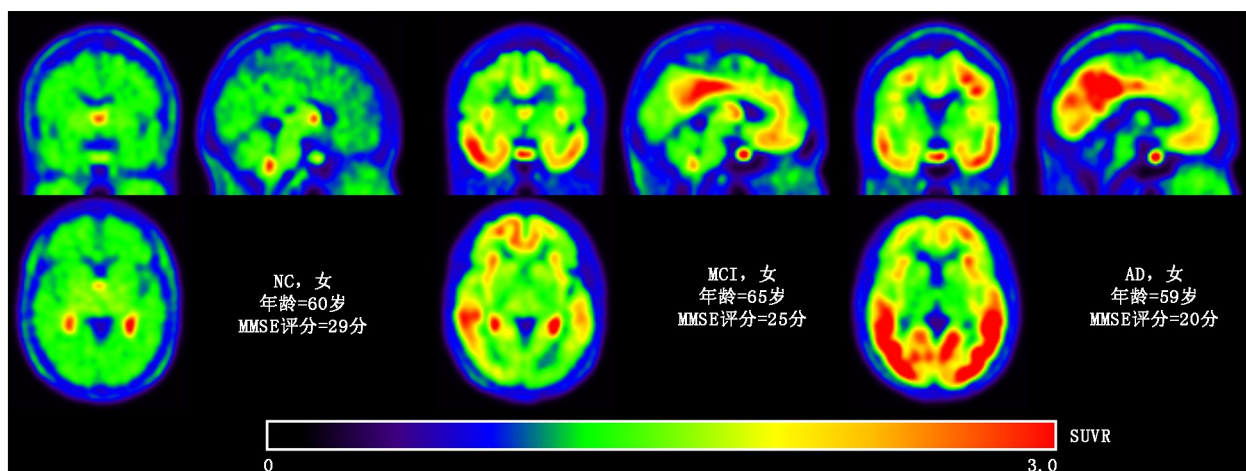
正常对照(NC)、轻度认知障碍(MCI)和阿尔茨海默病(AD)患者 $^{18}\text{F}$ -Florbetapir PET 脑显像图。MMSE 为简易精神状态检查量表, SUVR 为 SUV 比值。可见 MCI 患者颞叶、顶叶的 tau 沉积显著升高,AD 患者全脑 tau 沉积增多
